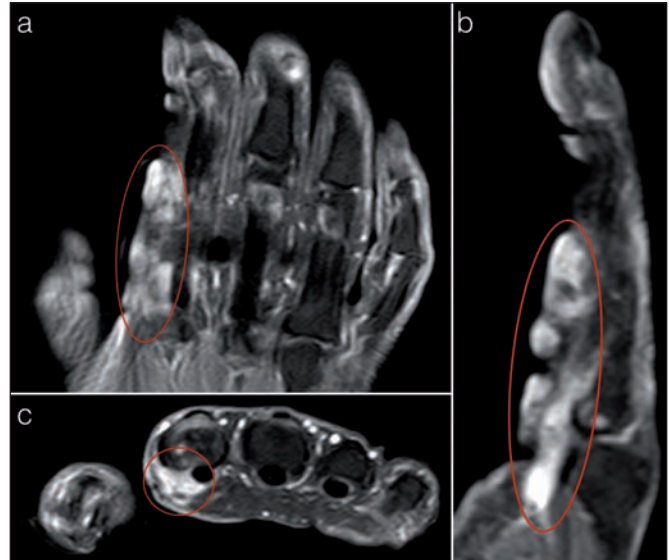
Resonancia magnética preoperatoria de la mano con intenso realce difuso de la lesión con gadolinio (enmarcada en rojo). A. Corte coronal. B. Corte sagital. C. Corte axial.
